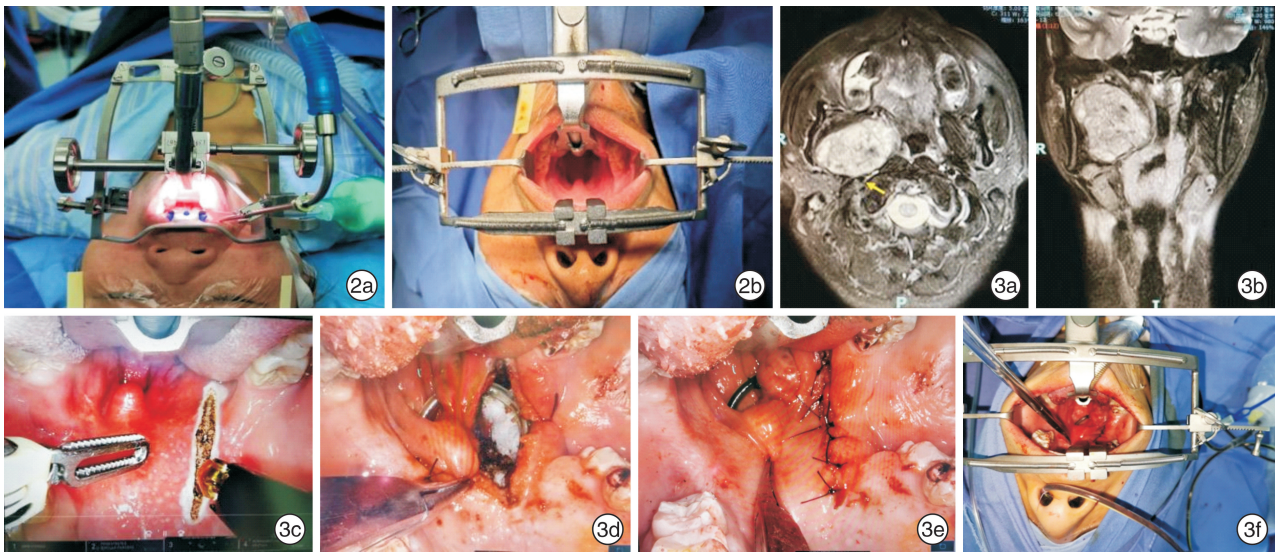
不同型号的开口器 2a:FK 开口器;2b: Davis 开口器; 图3 1例右侧咽旁间隙肿瘤患者的影像学资料及术中操作 3a:T2 加权增强 MRI 水平位,肿瘤上界略高于鼻咽顶水平,下界达口咽喉咽交界水平,外界达腮腺深叶外侧,颈动脉鞘位于瘤体正后方(黄色箭头所示);3b:T2 加权增强 MRI 冠状位;3c:肿块表面偏外侧口咽至鼻咽侧纵行切口;3d:术腔放置经鼻引流管;3e:切口直接缝合;3f:经鼻引流管放置后整体观。
